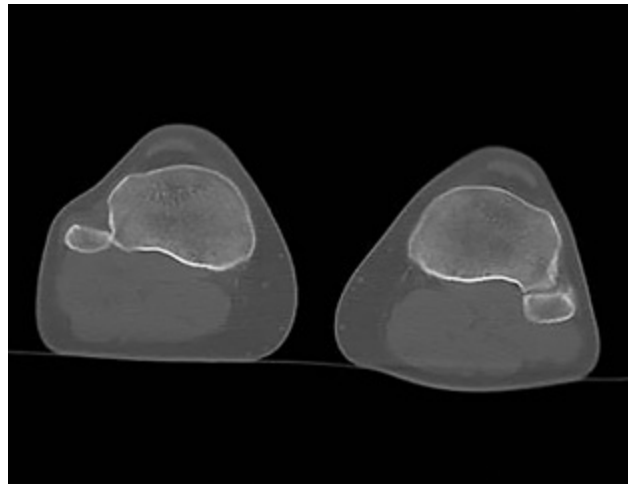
Corte axial comparativo de TC.
